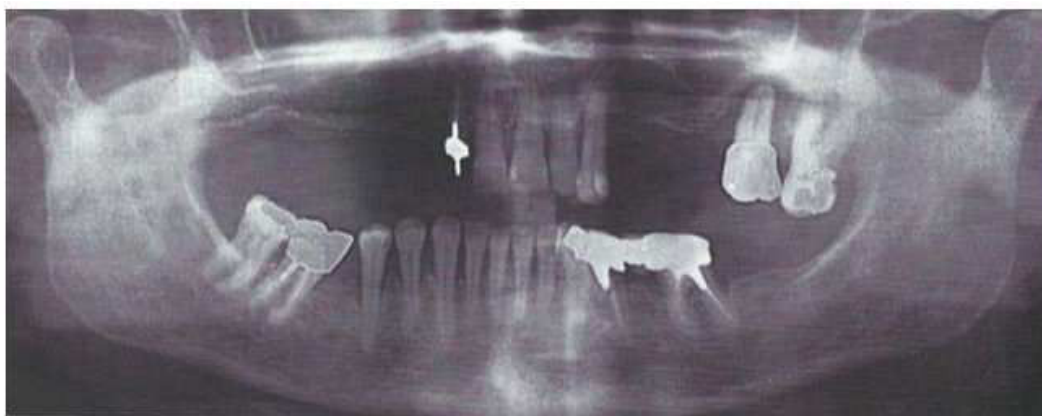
Radiographie panoramique dentaire du cas clinique n°2 à l'état initial. (Taddéi et Waltmann, 2010)
